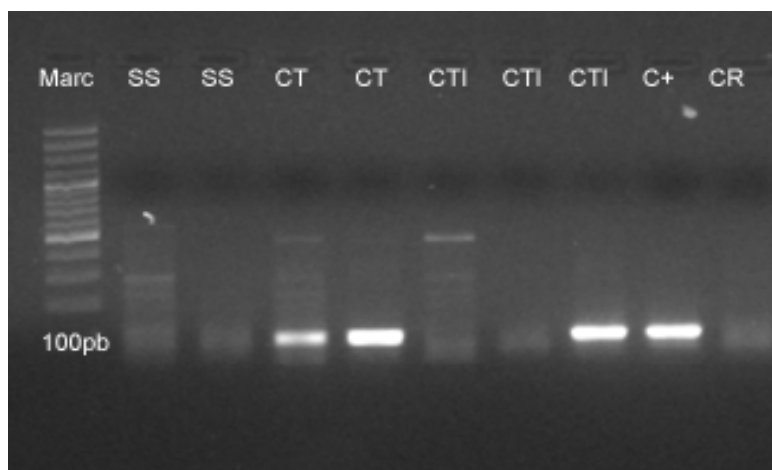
Fotografia dos produtos da PCR para o gene GFP após eletroforese em gel de agarose 2% 120 dias após o transplante das células mononucleares. Marc: Marcador de peso molecular de 100pb; SS: produto da PCR com iniciadores para um segmento do gene GFP em animais que receberam solução salina; CT: produto da PCR com iniciadores para um segmento do gene GFP em animais que receberam células-tronco (mononucleares); CTI: produto da PCR com iniciadores para um segmento do gene GFP em animais que receberam células-tronco (mononucleares) inativadas; C+: controle positivo utilizando amostra de DNA de camundongo C57/BL6 transgênicos para o gene GFP; CR: Controle da reação sem presença de DNA.
